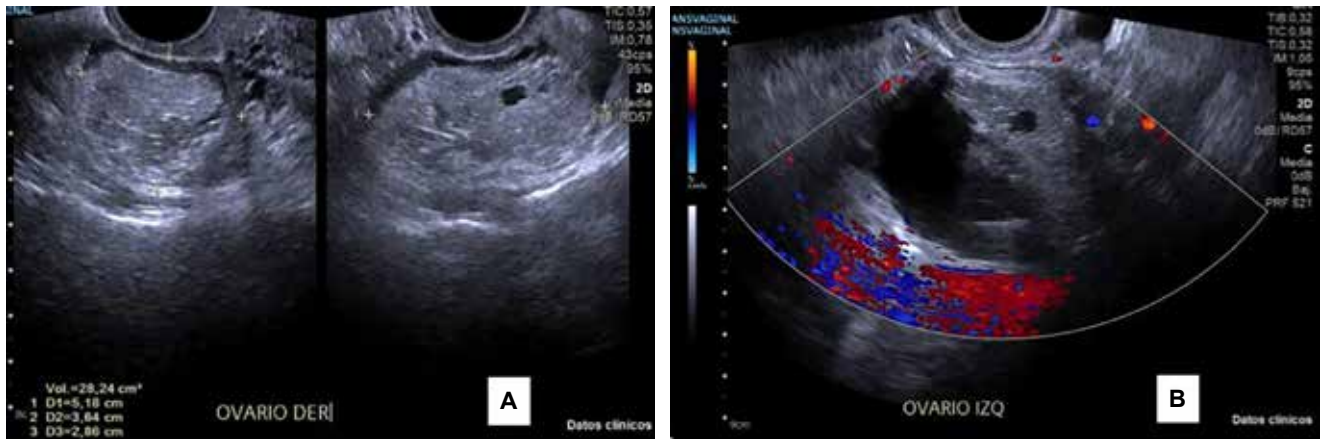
Ultrasonido transvaginal que muestra imágenes compatibles con teratoma en ambos ovarios. A) Ovario derecho. B) Ovario izquierdo.
